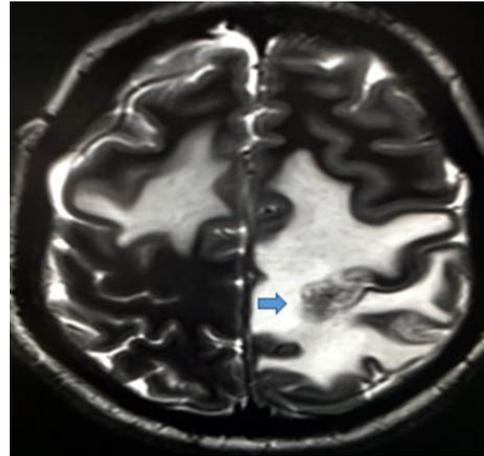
IRM T2 las lesiones se comportan heterogéneas con porción central hipointensa (flecha).
